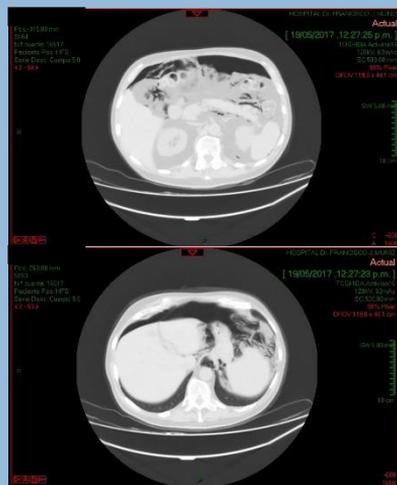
TAC abdominal con neumoperitoneo.
